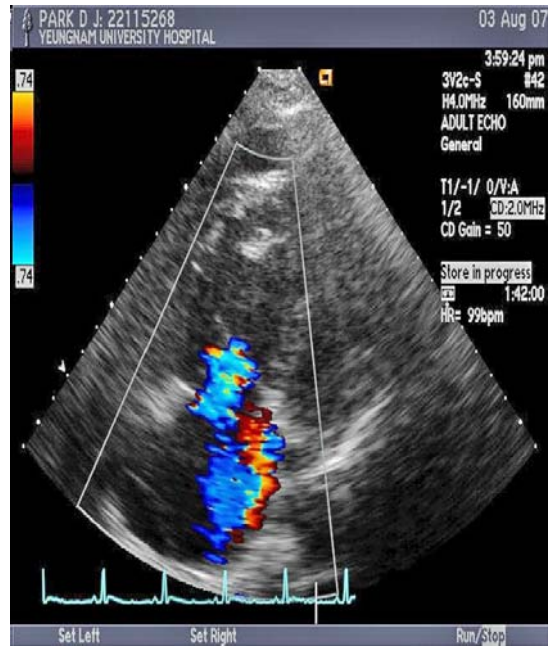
Echocardiogram (color doppler) shows tricuspid valve regurgitation.
